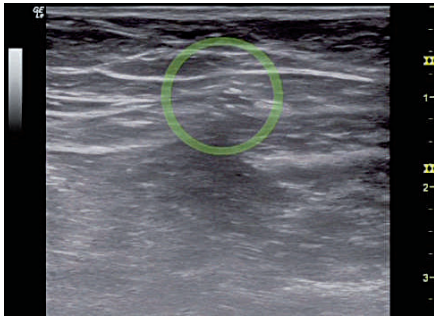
Der Behandlungskatheter ist aufgrund feiner Luftkanälchen in der sonographischen Darstellung als sternförmiges Muster im Querschnitt erkennbar.
